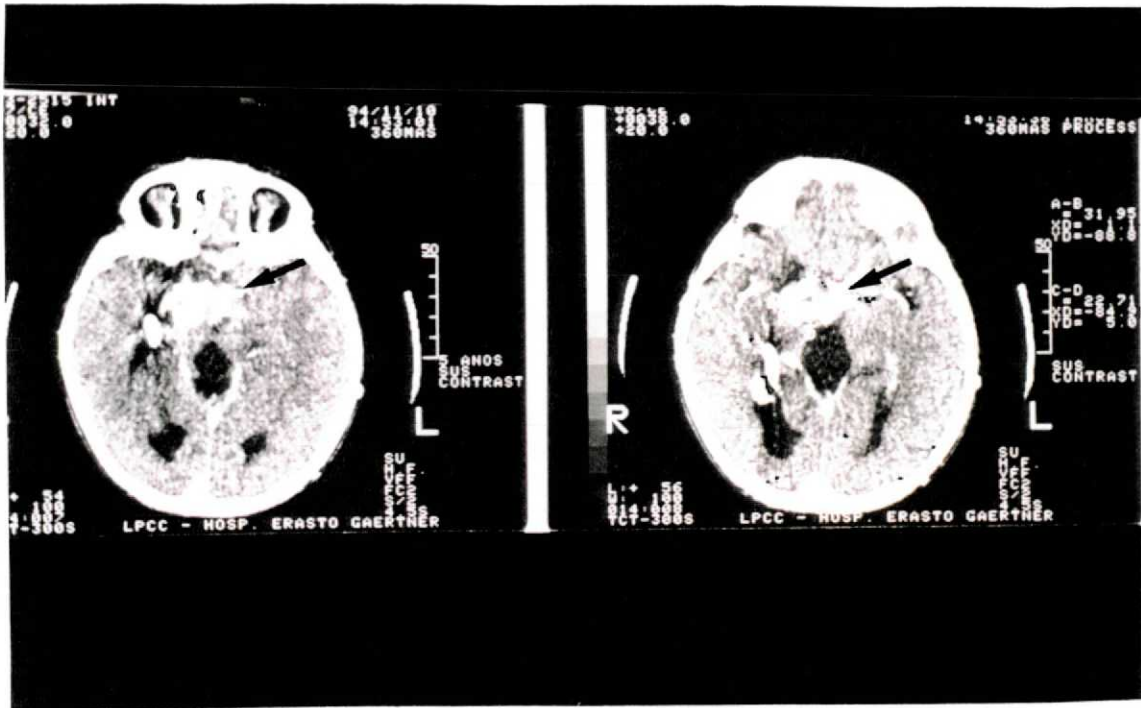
Exame de tomografia computadorizada do caso n.º 2, cortes axiais, 2 anos após o tratamento cirúrgico, mostrando lesão expansiva de contornos irregulares na região supra-selar (setas).
